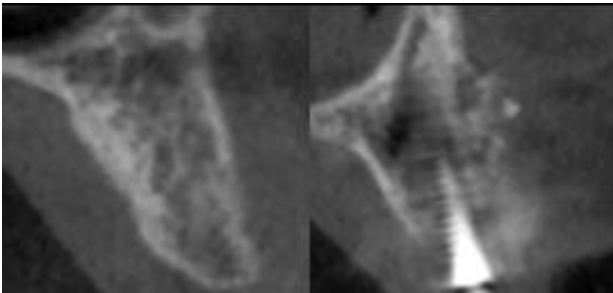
Tomografia inicial e final da região do 25.
